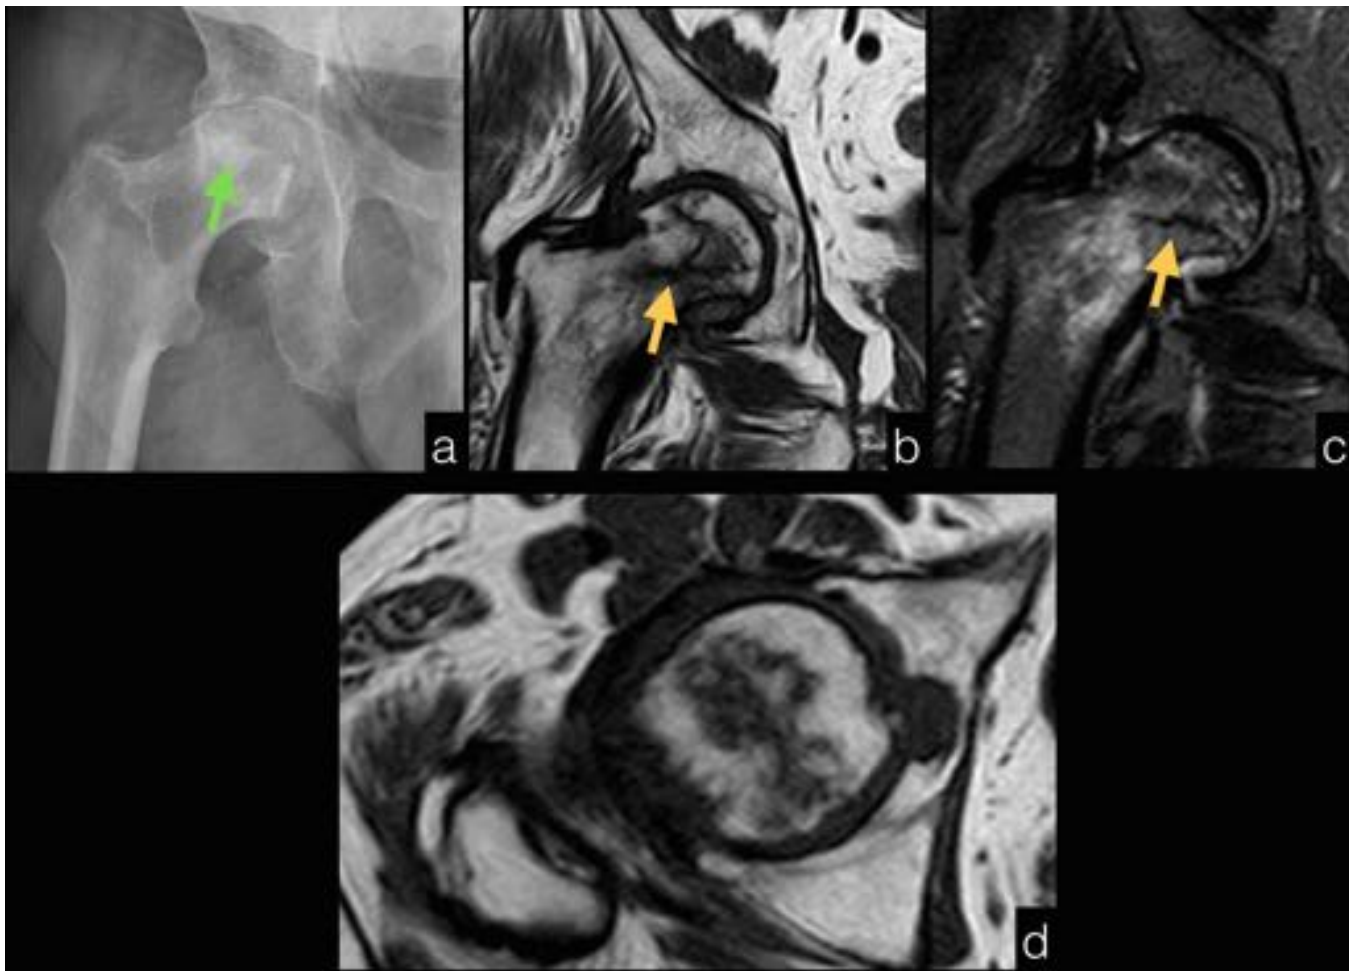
Osteonecrosis de cabeza femoral derecha. La radiografía AP de cadera (a) muestra esclerosis central y aplanamiento de la cabeza femoral (flecha verde). Las imágenes coronales T1 (b) y DP-supresión grasa (c) muestran una imagen lineal hipointensa en el cuello femoral (flechas) compatible con fractura por insuficiencia que asocia edema de médula ósea circundante. Las imágenes axiales T1 (d) muestran el signo de la doble línea de morfología serpiginosa, sugestivo de necrosis avascular.
